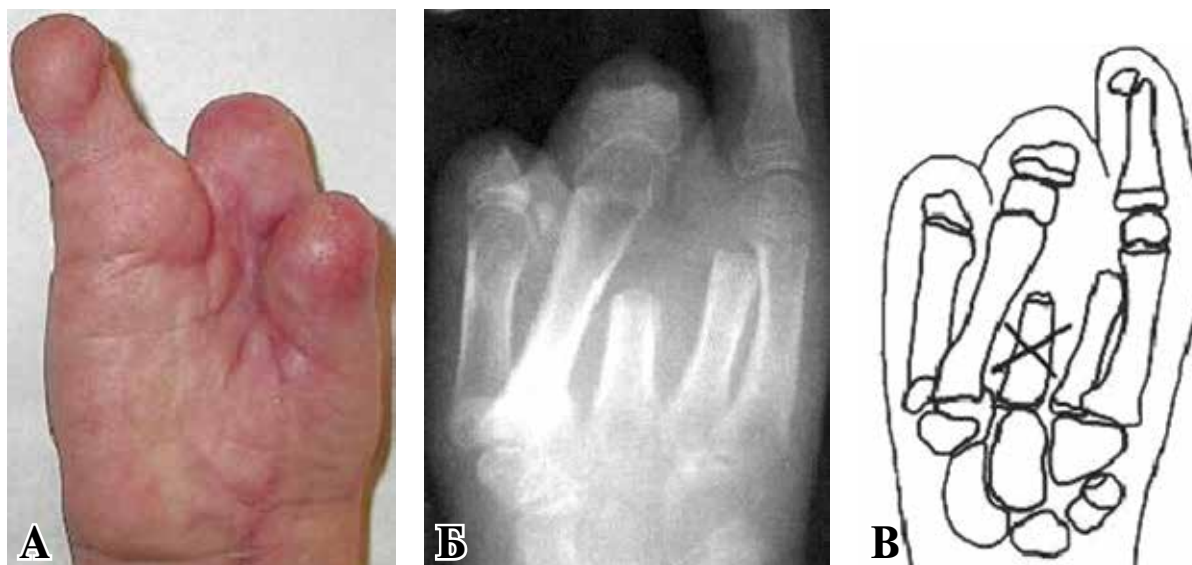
Внешний вид, рентгенограмма и скиаграмма кисти пациента, 19 лет. А – внешний вид кисти; Б – рентгенограмма кисти; В – скиаграмма до операции.
